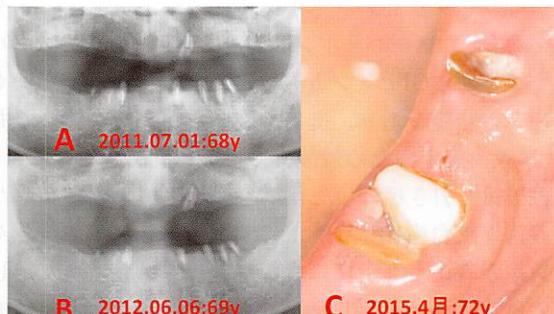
症例2。A：68歳時（2011.07.01）のパノラマX線写真。B：69歳時（2012.06.06）のパノラマX線写真。3の縦破折が確認できた。C：72歳時（2015.4月）の3は瘻孔は消失し、動搖もない。
